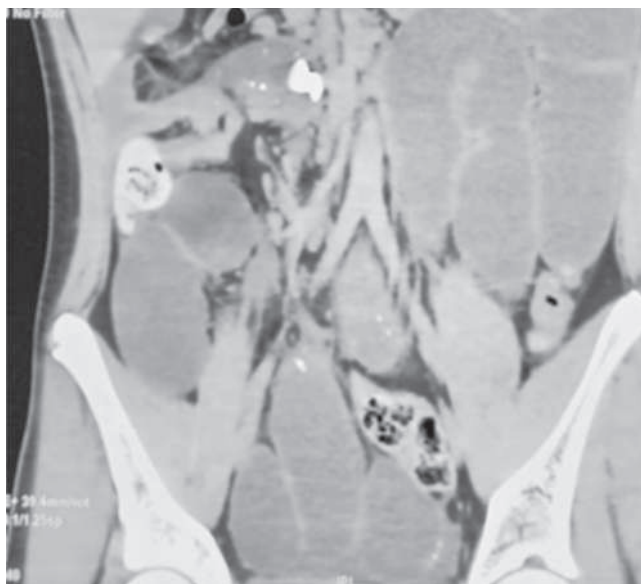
TAC con presencia de dilatación de asas intestinales sin encontrar evidencia de zona de transición.
